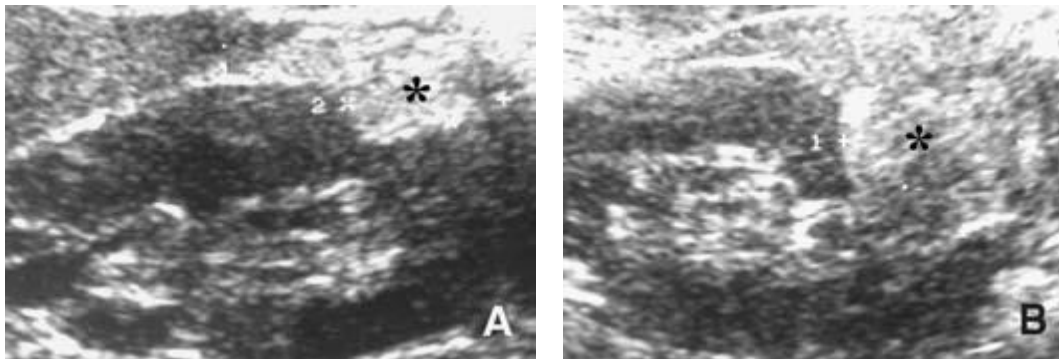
/257/: Angiomyolipomes bilatéraux, riche en graisse à gauche et pauvre en graisse à droite. Échographies des reins droit et gauche (A, B). Les deux tumeurs sont hyperéchogènes (étoiles en A, B).
